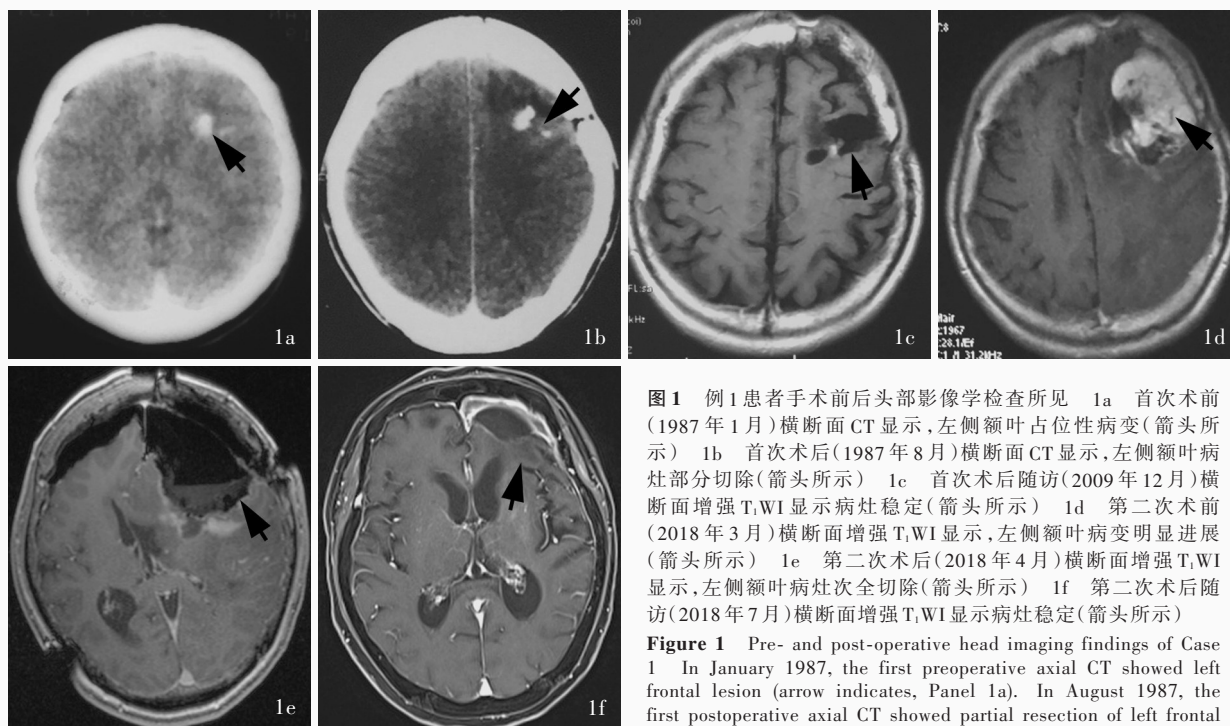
例 1 患者手术前后头部影像学检查所见 1a 首次术前 (1987 年 1 月) 横断面 CT 显示, 左侧额叶占位性病变 (箭头所示) 1b 首次术后 (1987 年 8 月) 横断面 CT 显示, 左侧额叶病灶部分切除 (箭头所示) 1c 首次术后随访 (2009 年 12 月) 横断面增强 T₁WI 显示病灶稳定 (箭头所示) 1d 第二次术前 (2018 年 3 月) 横断面增强 T₁WI 显示, 左侧额叶病变明显进展 (箭头所示) 1e 第二次术后 (2018 年 4 月) 横断面增强 T₁WI 显示, 左侧额叶病灶次全切除 (箭头所示) 1f 第二次术后随访 (2018 年 7 月) 横断面增强 T₁WI 显示病灶稳定 (箭头所示)
